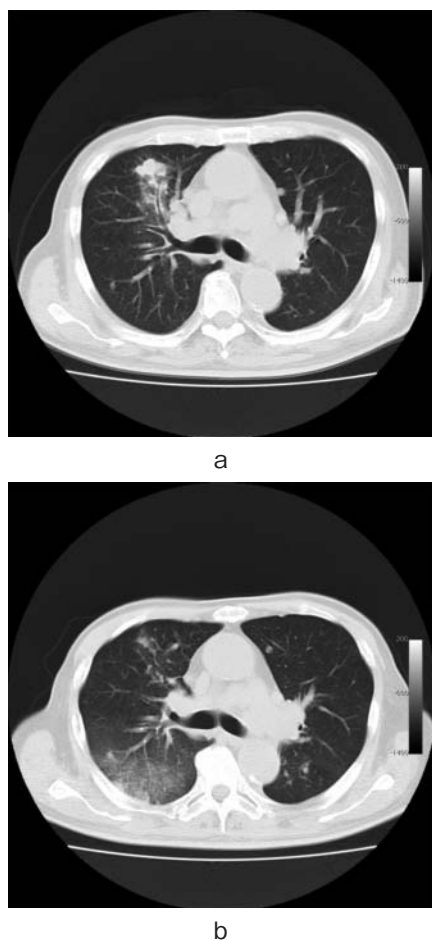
CT findings of the patient with interstitial lung disease (ILD) due to everolimus. a: Lung metastasis before everolimus was visualized without any findings of interstitial lung disease. b: ILD after everolimus treatment.
